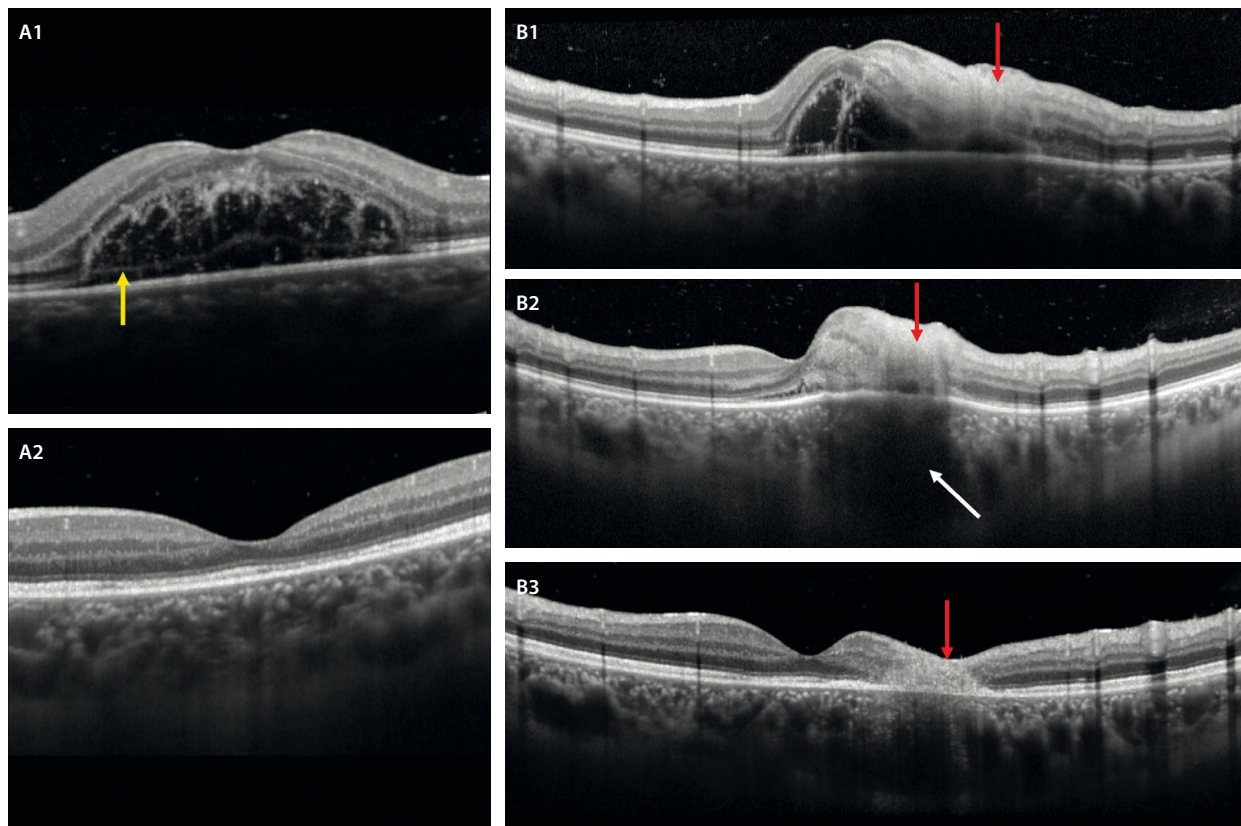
Tomografía de coherencia óptica en el caso de retinocoroiditis toxoplásmica de la figura 5. A1) A nivel macular, se aprecia un desprendimiento bacilar que denota la gran exudación asociada. Se ven restos de fibrina y una separación a nivel de los mioides de los segmentos internos de los fotorreceptores (flecha amarilla). A2) Al resolverse la infección, desaparece la exudación, con mínima atenuación de la capa de los elipsoides. B1) En cuanto al foco de necrosis retiniana, se aprecia una hiperreflectividad que afecta a las capas internas y medias inicialmente (flecha roja), afectando a las capas externas a la semana del debut (B2, flecha roja). Destaca la sombra posterior del foco y el engrosamiento coroideo (flecha blanca). B3) Al inactivarse la lesión, se produce un adelgazamiento de la retina interna y media, y se aprecia una lesión residual fibrótica en las capas externas (flecha roja).
